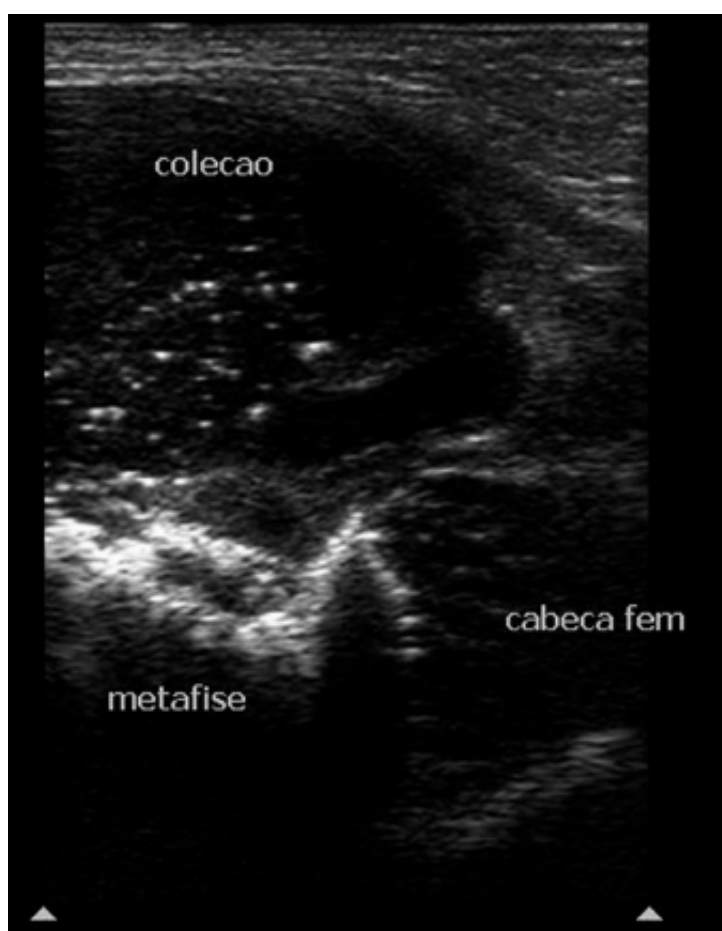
Artrite séptica. Ultrassonografia de quadril, mostrando derrame articular e sinovite.
